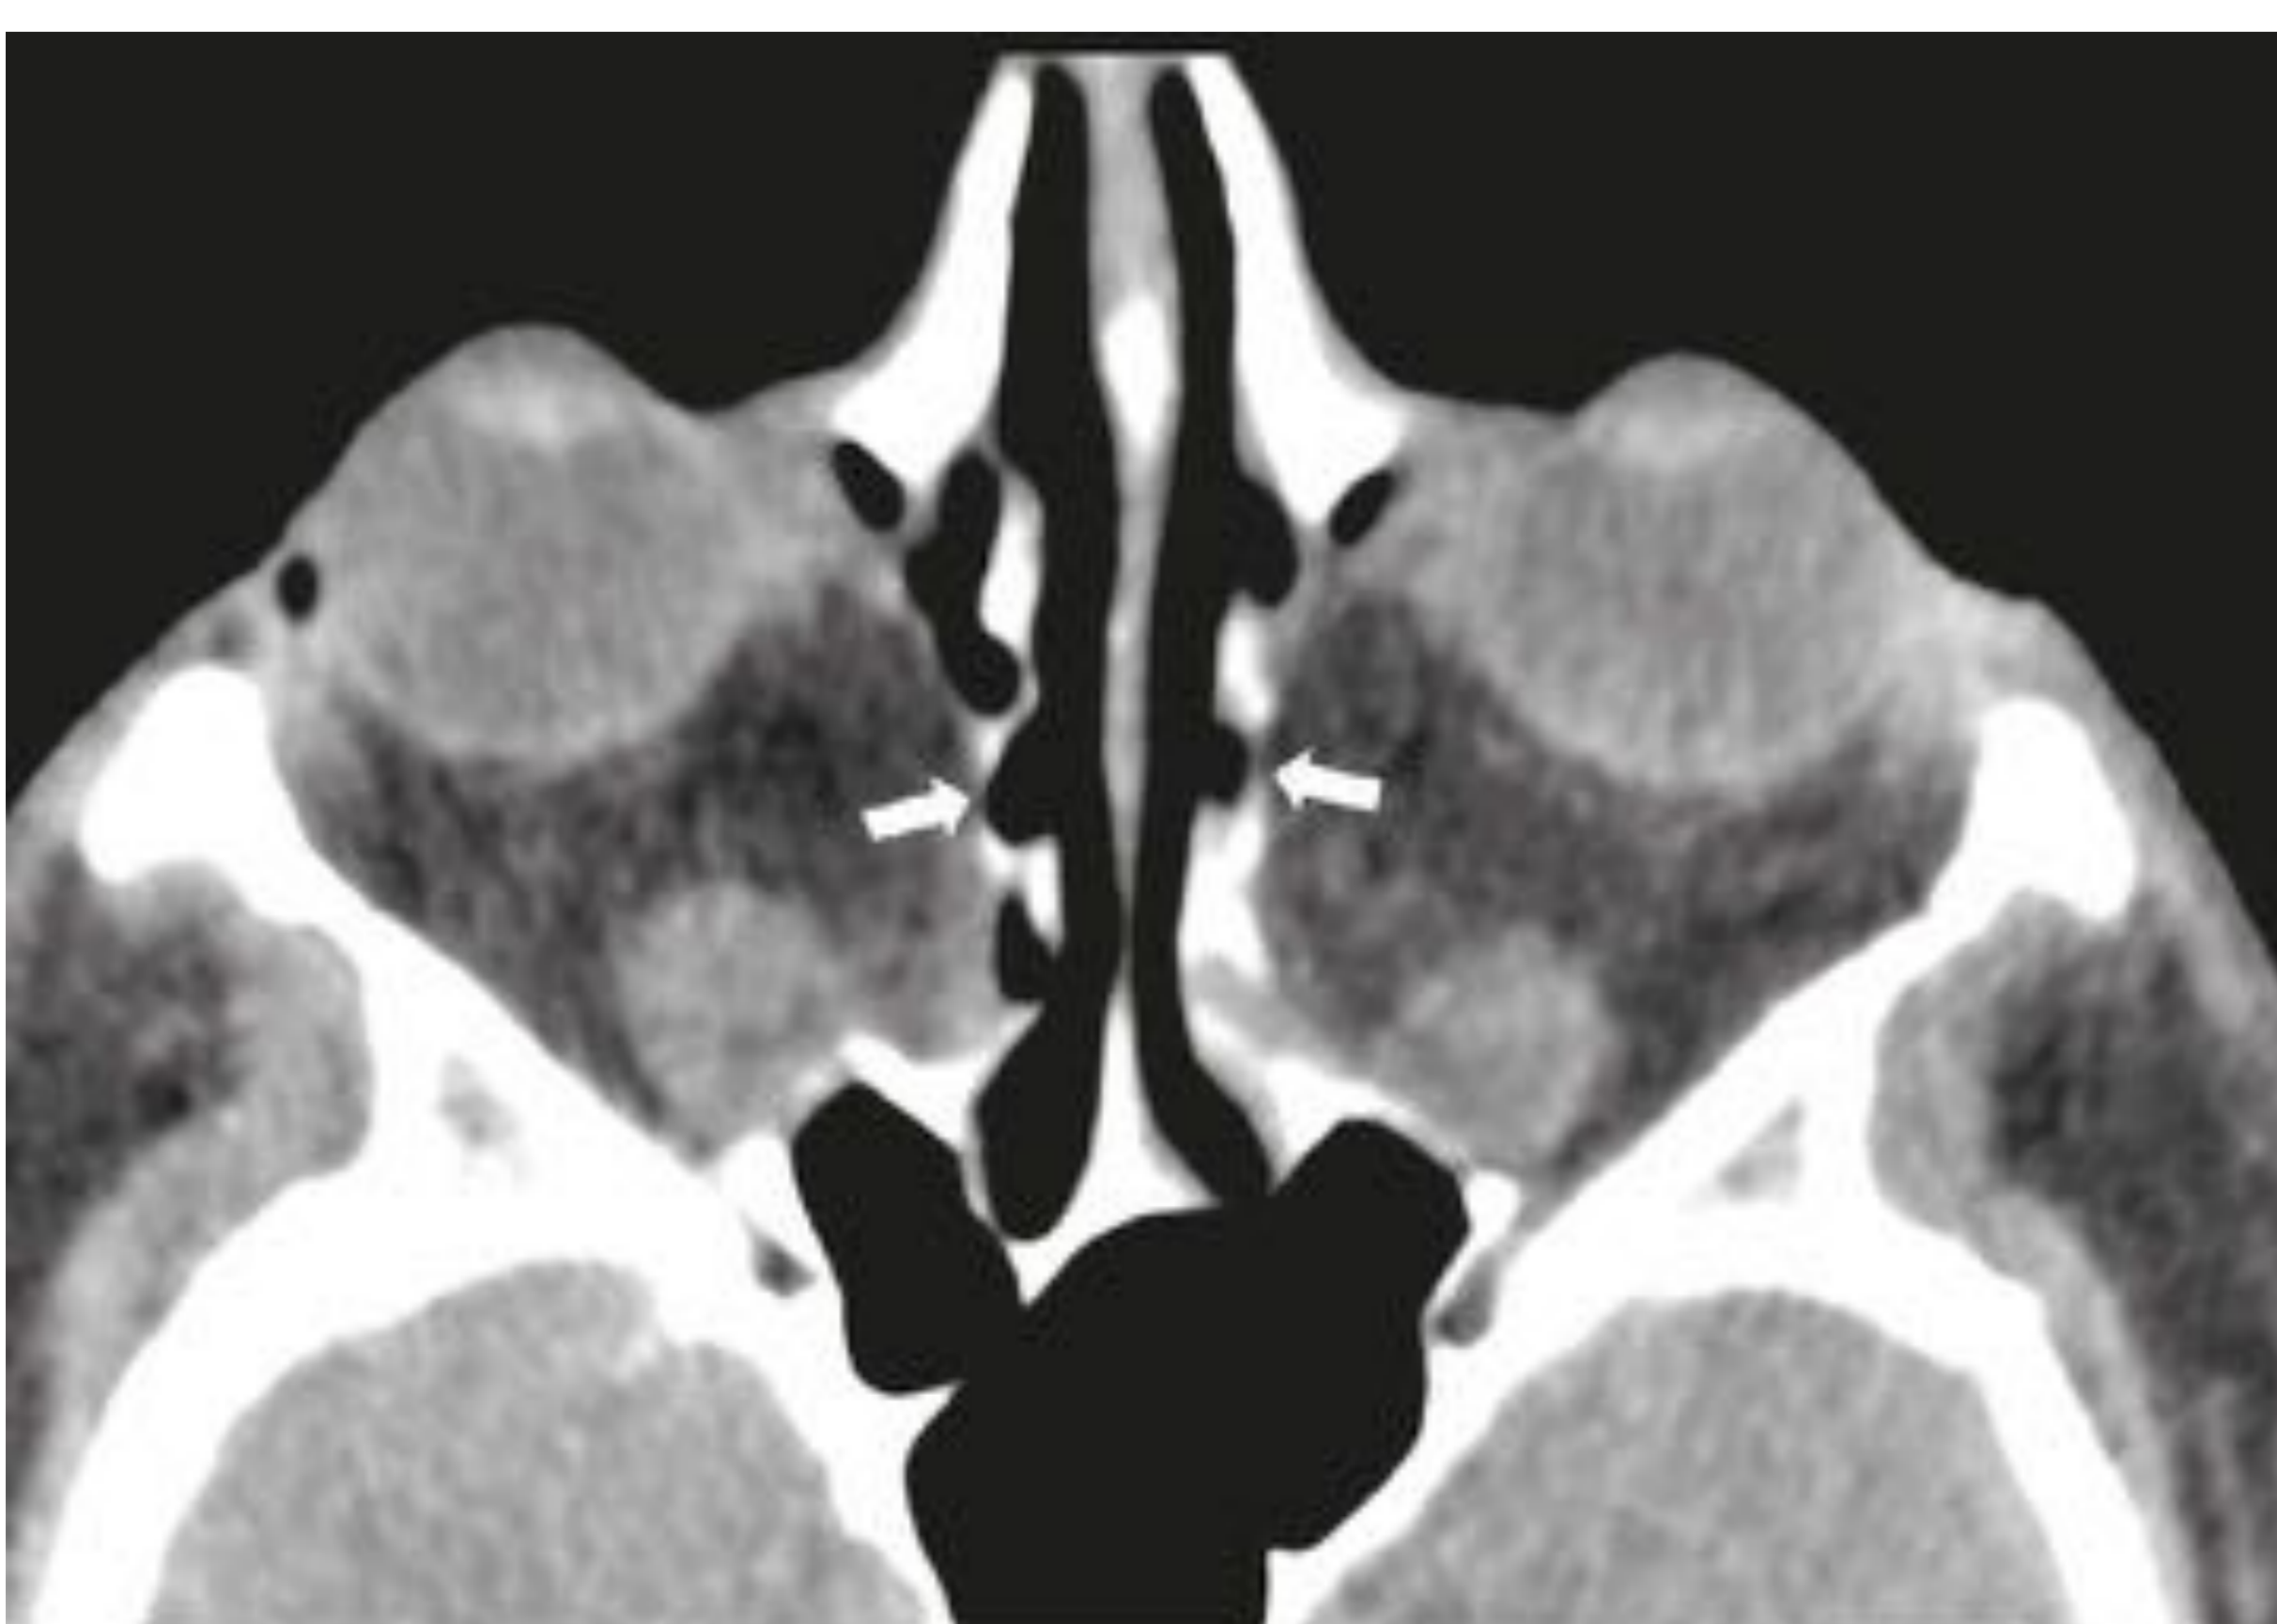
TC axial sin contraste de un paciente con orbitopatía tiroidea. El aumento de la presión intraorbitaria, secundaria a un aumento de volumen de su contenido, produce durante la evolución, una remodelación de la lámina papirácea del etmoides (flechas), normalmente de curso paralelo, con el consiguiente arqueamiento.
